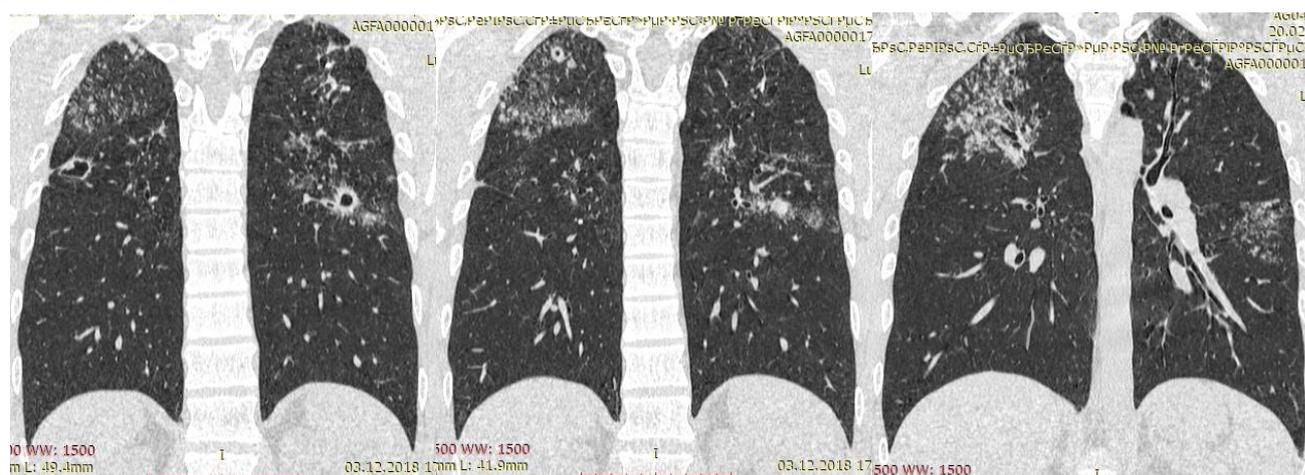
КТ грудной клетки пациента Т. от 03.12.2018 г.
